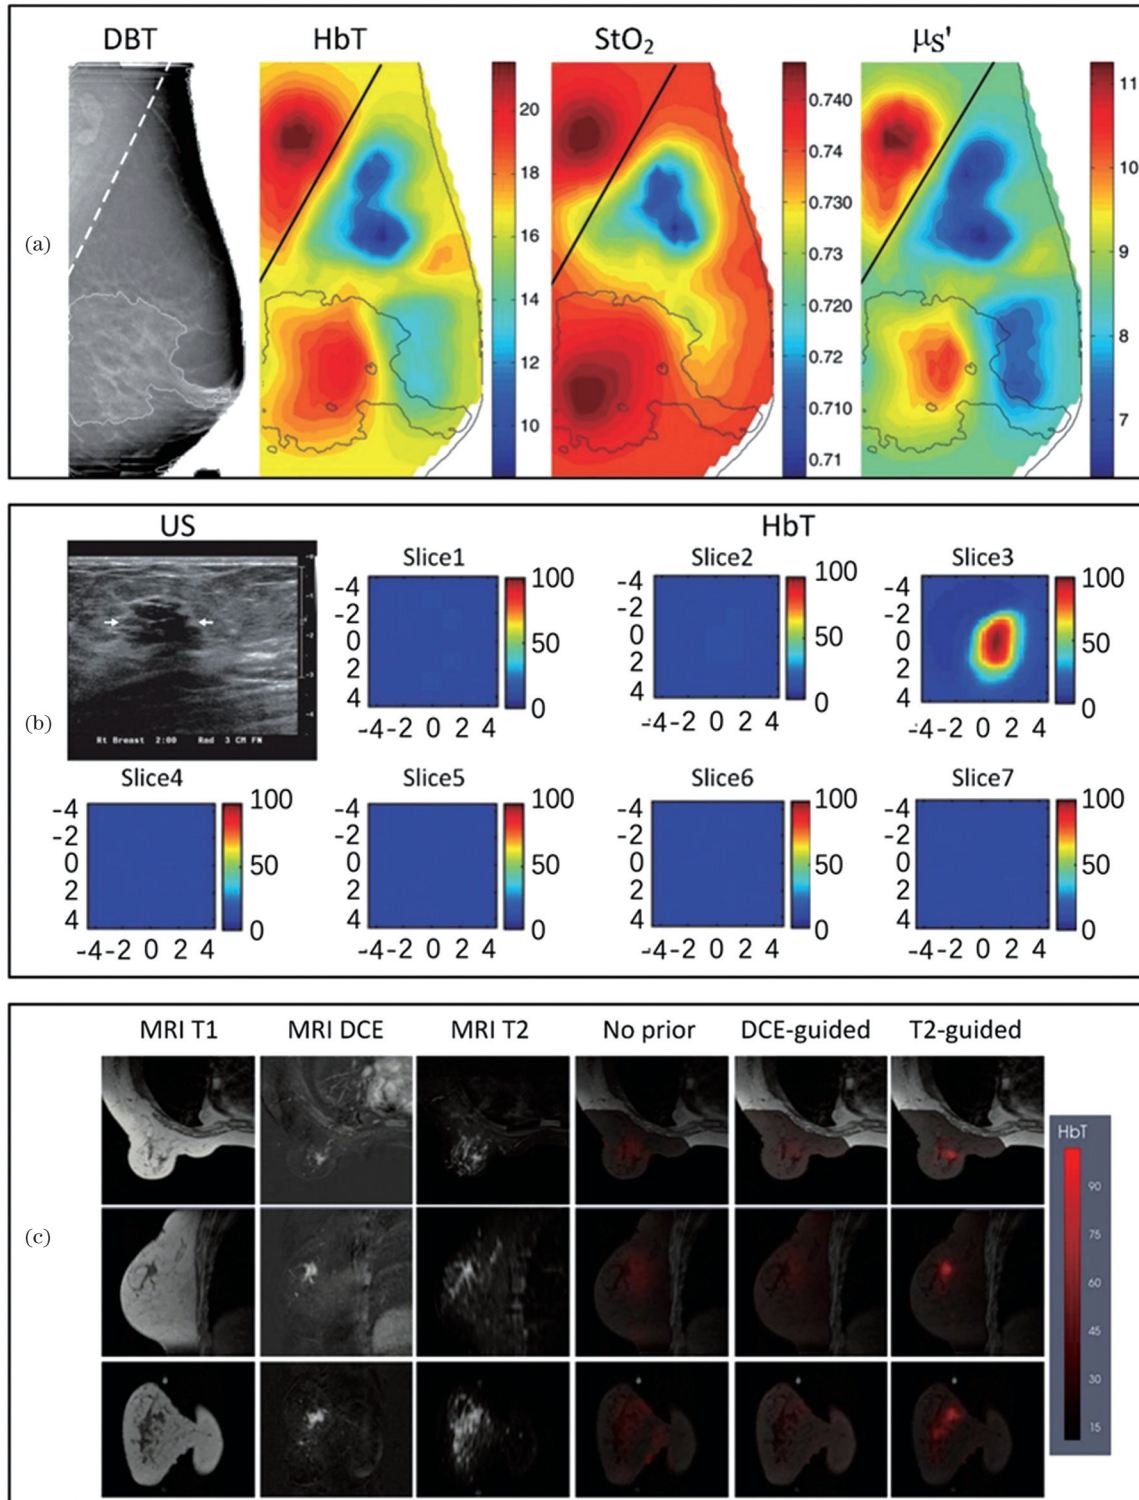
用多模态 NIRST 系统进行乳腺肿瘤诊断的代表性结果。(a)DBT/NIRST^[56]; (b)US/NIRST^[60]; (c)MRI/NIRST^[67]
